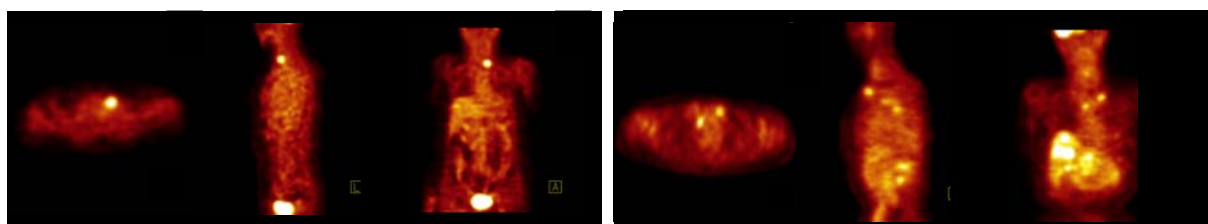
Ganzkörper-PET-Untersuchung mit F-18-FDG: Dargestellt sind jeweils eine transversale, sagittale und koronale Schnittenebene bei einem Patienten mit medullärem Schilddrüsenkarzinom:
